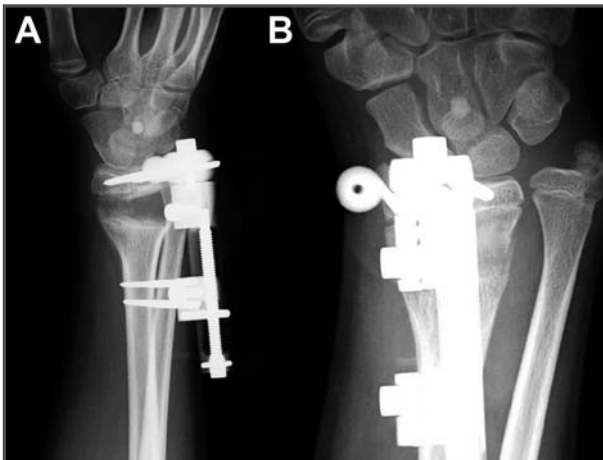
Radiografía lateral de la muñeca que muestra la disposición del ostotaxo y la zona de distracción con signos incipientes de consolidación. 2B. Radiografía lateral de la muñeca que muestra la consolidación casi completa de la zona de distracción y corrección de la pérdida de longitud del radio con respecto al cúbito.
